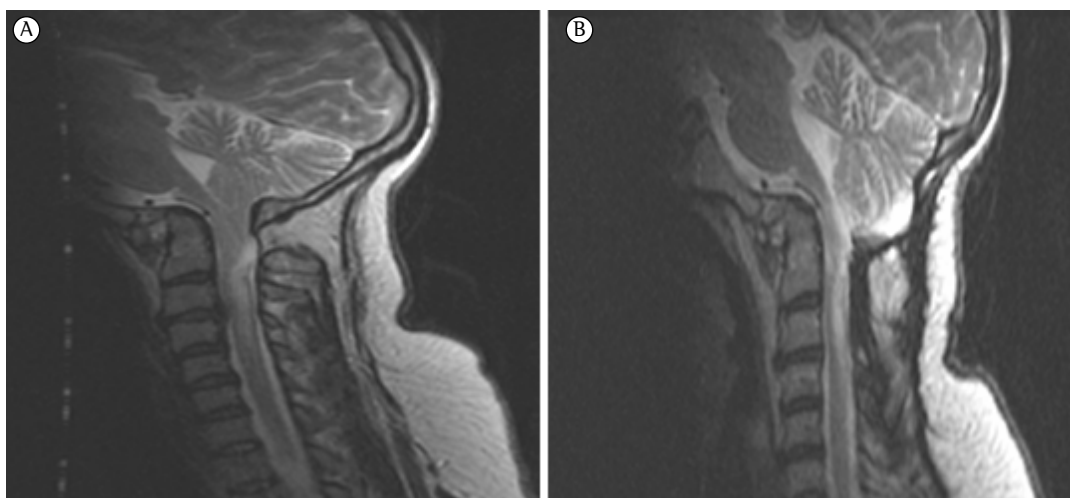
Em A, imagem de ressonância magnética cerebral pré-cirurgia demonstrando malformação óssea da junção craniovertebral associada a impressão basilar e clivus encurtado. Amígdalas cerebelares baixas (Malformação de Chiari tipo I), mas sem evidência de siringomielia. Em B, imagem de ressonância magnética cerebral (T2) pós-cirurgia mostrando uma malformação óssea na junção craniovertebral em associação a siringomielia ao nível de C2 e C3.
